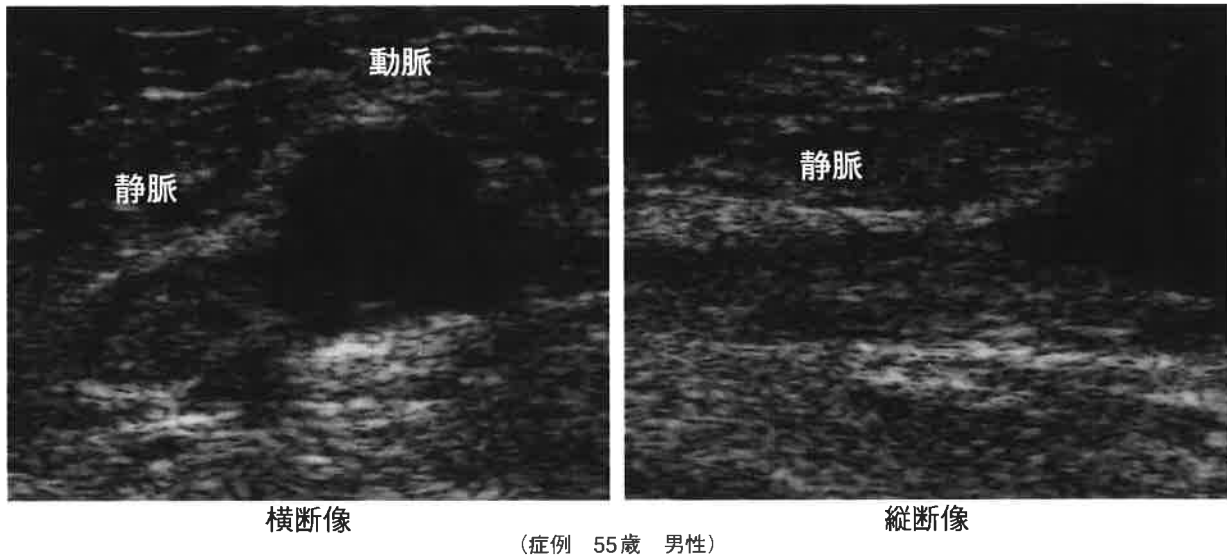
左総大腿静脈 血栓：断層法 血栓エコー所見(慢性期)
